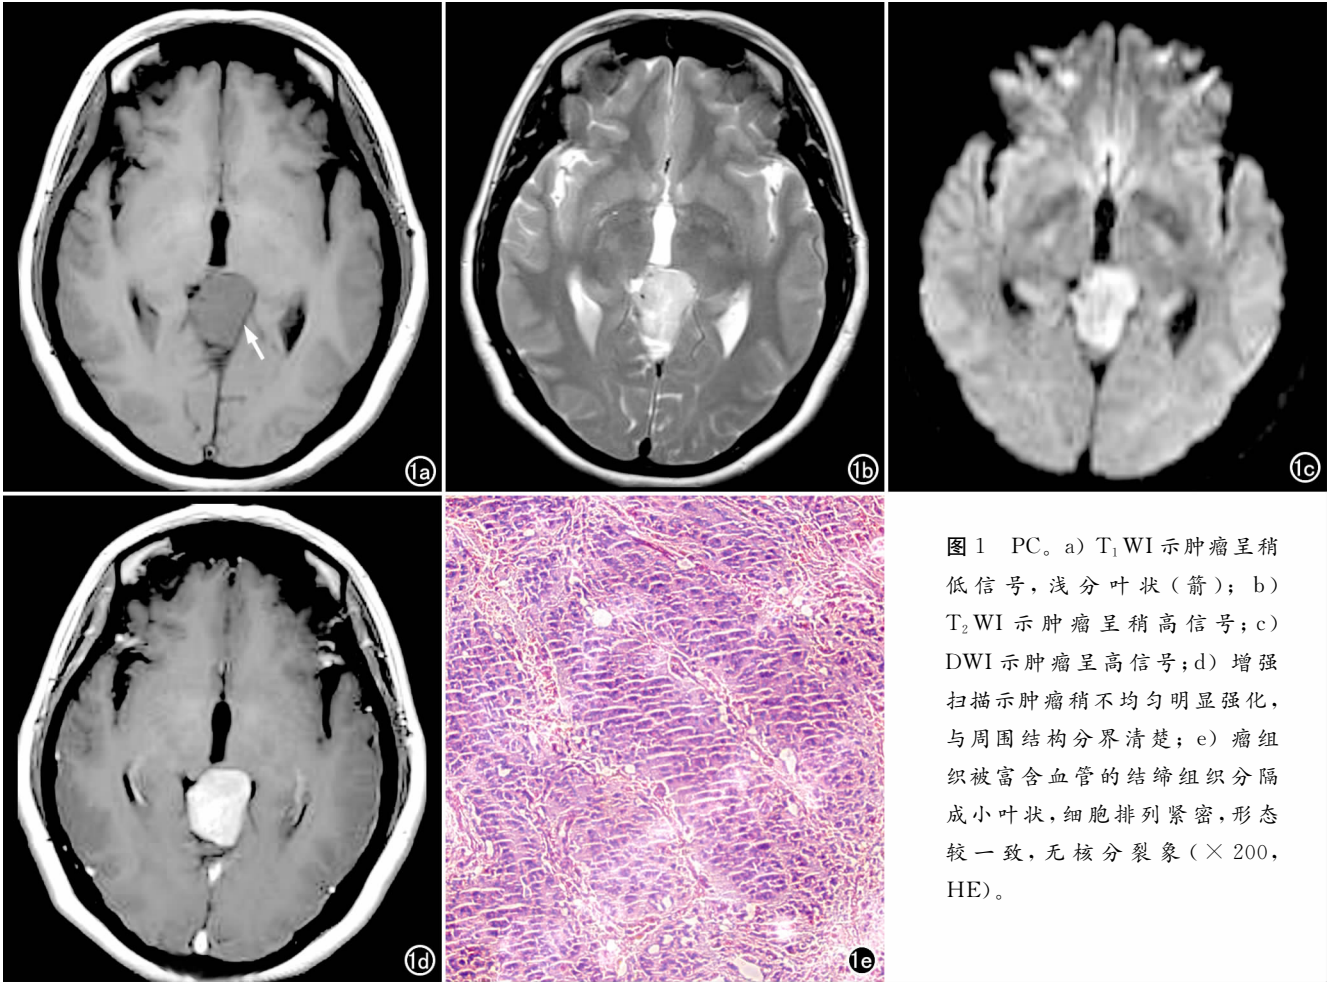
PC。a) T₁WI 示肿瘤呈稍低信号, 浅分叶状(箭); b) T₂WI 示肿瘤呈稍高信号; c) DWI 示肿瘤呈高信号; d) 增强扫描示肿瘤稍不均匀明显强化, 与周围结构分界清楚; e) 瘤组织被富含血管的结缔组织分隔成小叶状, 细胞排列紧密, 形态较一致, 无核分裂象(×200, HE)。
